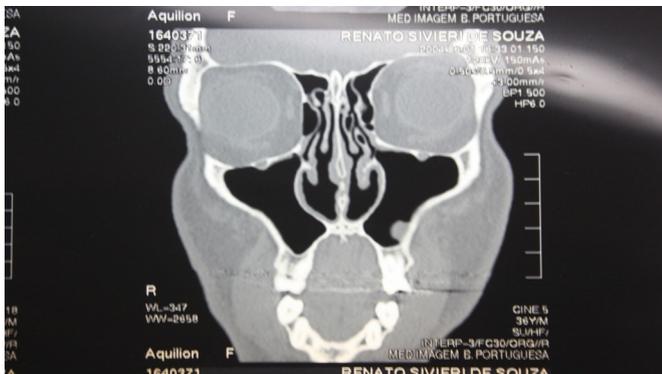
Tomografia computadorizada mostrando palato ogival e hipertrofia das cristas maxilares, maior à esquerda.
